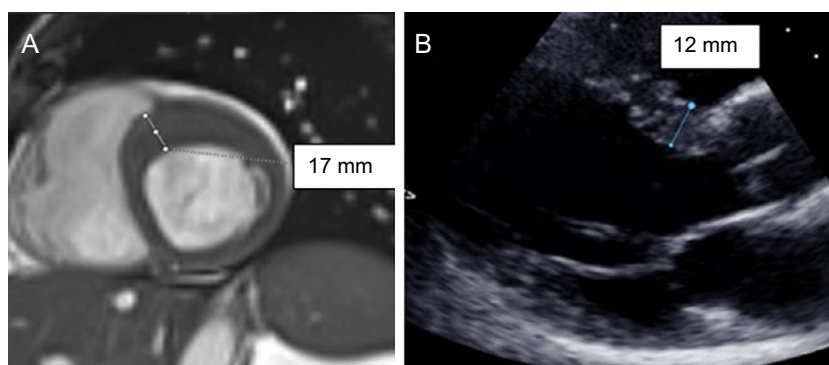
Ejemplo de miocardiopatía hipertrófica no detectada en la ecocardiografía (A) y que se visualiza en la cardi resonancia magnética (B).
